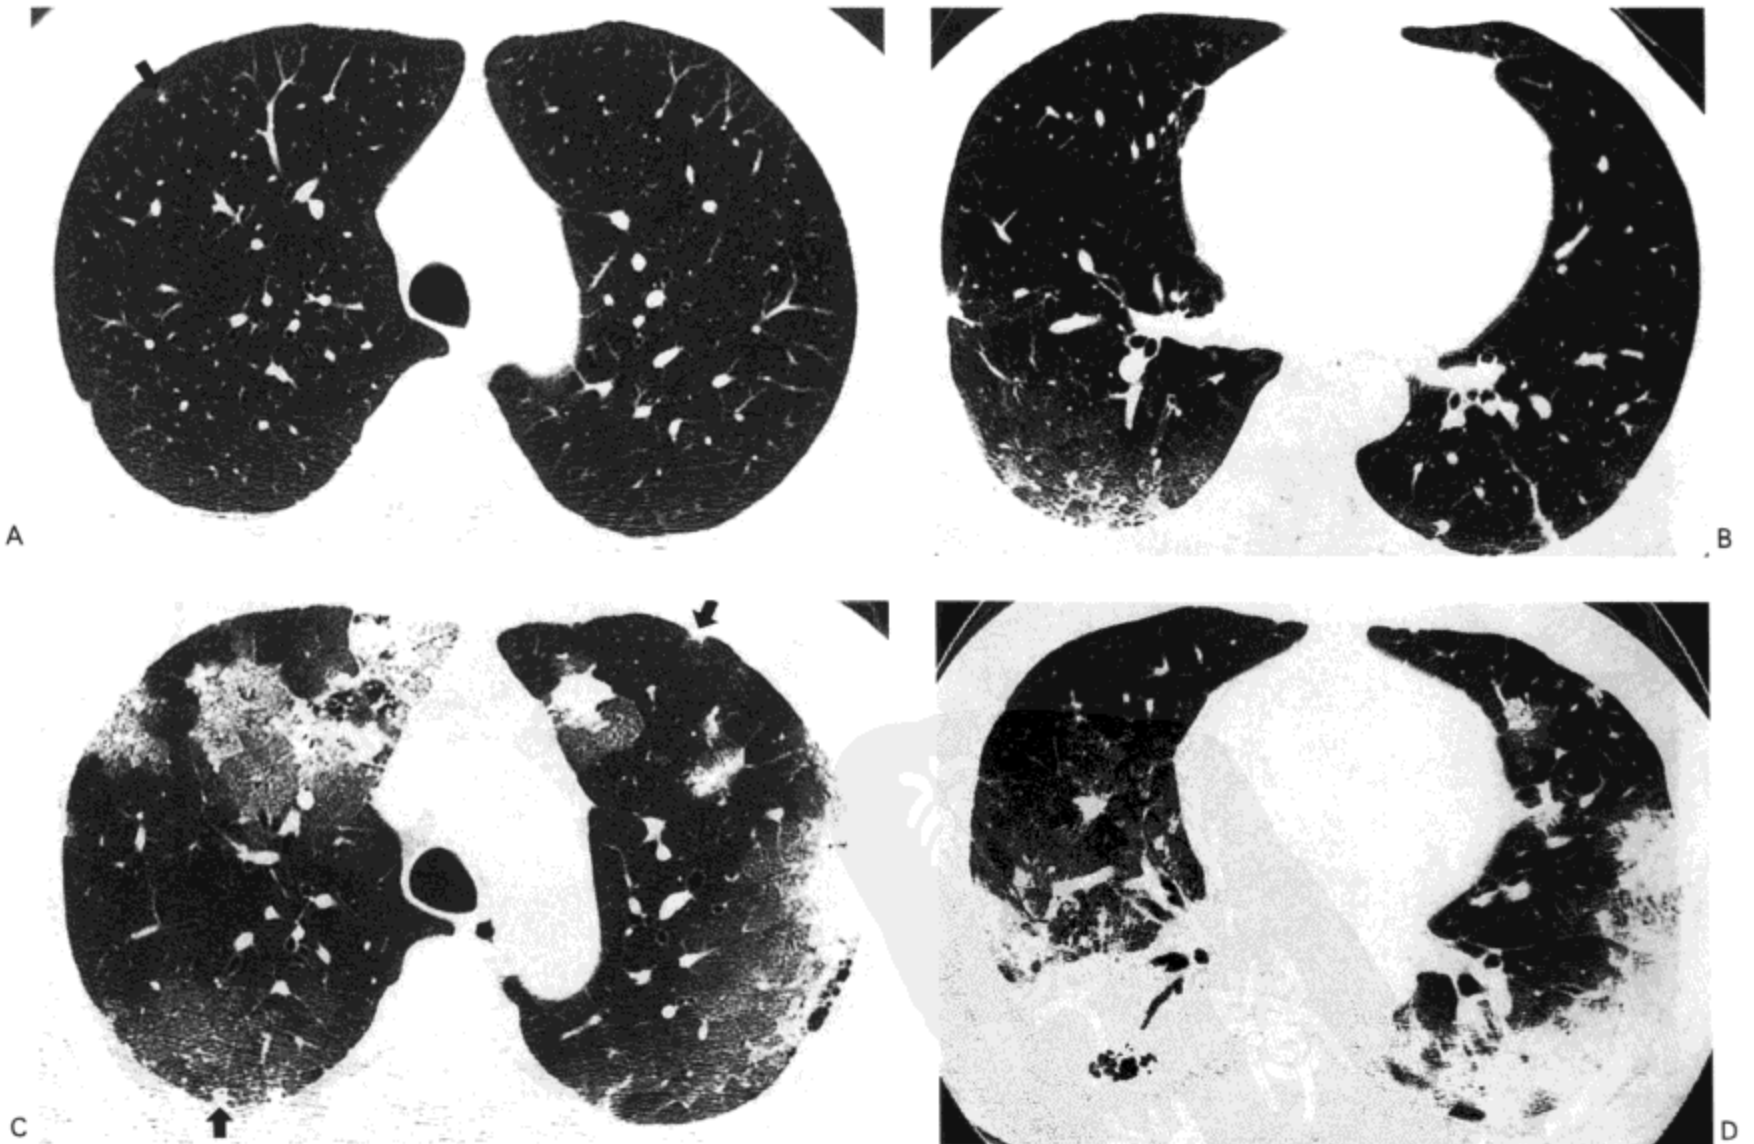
细支气管肺泡癌随时间的进展。A, B: 分别为奇静脉弓与下肺静脉水平的 CT 影像, 示右肺上叶小结节 (图 A) 与两肺下叶片状磨砂玻璃影。C, D: 1 年后在图 A 与图 B 相似水平的 CT 随访扫描示多发结节 (箭号), 磨砂玻璃影进展, 与广泛含的肺实变。病人为 54 岁男性, 患黏液性细支气管肺泡癌。
